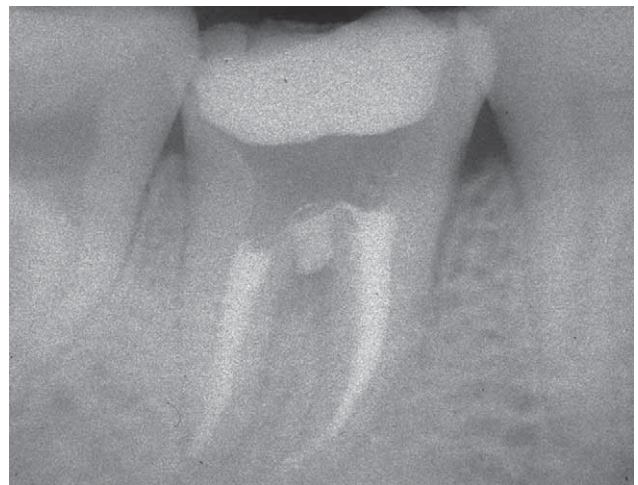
Radiografia post-operatoria con obturazione canalare completata.
